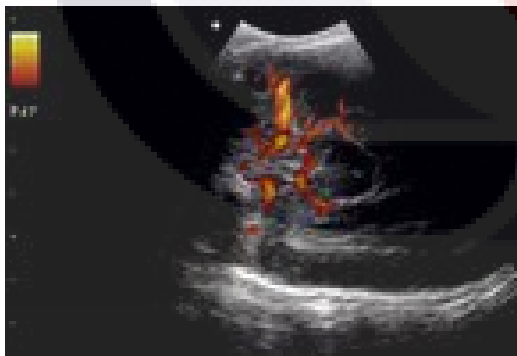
Ecografía Doppler que demuestra el flujo arterial normal del polígono de Willis.
